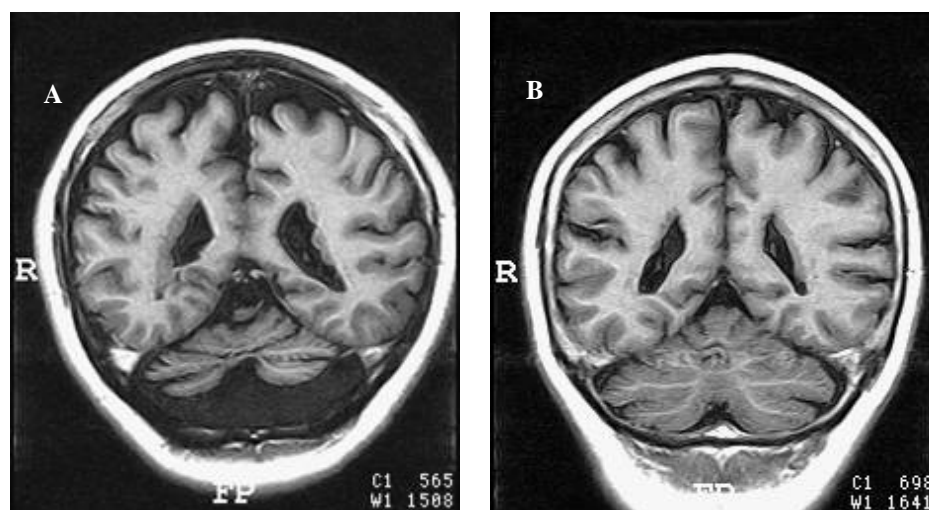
Imagens obtidas através de ressonância magnética das pacientes 1 (a) e 2 (b).
